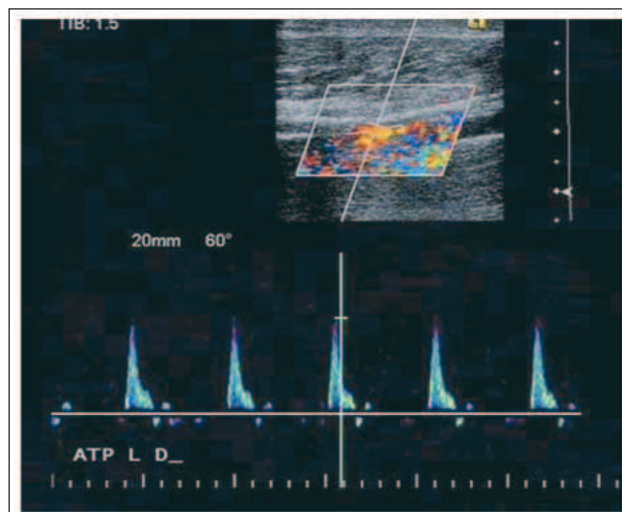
Duplexsonographische Darstellung der distalen A. tibialis posterior, welche nach 9 Monaten frei von Restenosen ist. Die klinische Präsentation ist weiterhin bland und der Patient hat keine Beschwerden.
